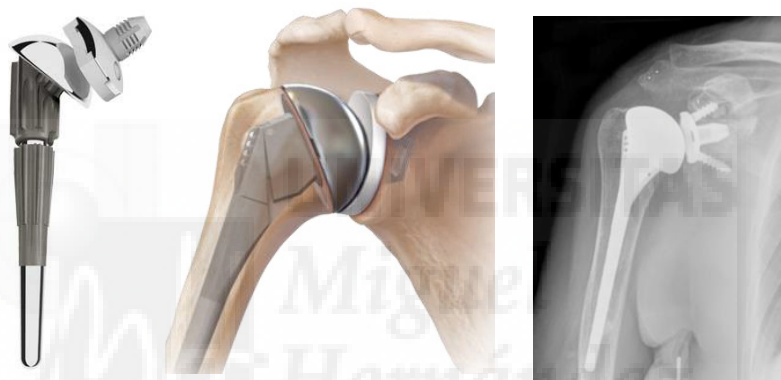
A) Prótesis total anatómica Lima B) Posición de los componentes. C) Radiografía en un caso de artrosis
